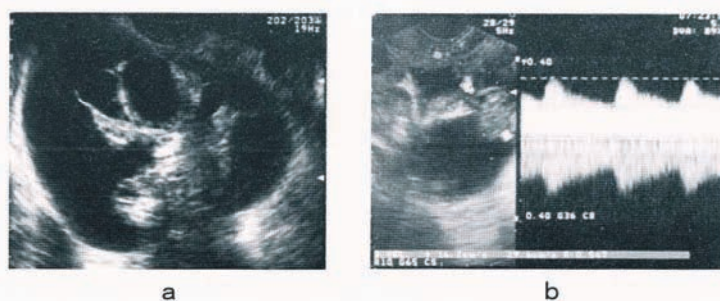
未熟奇形腫の超音波断層法 (a) およびドブラ法 (b)。
